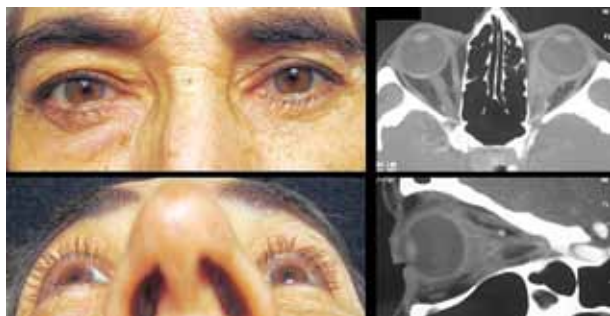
Paciente # 1. Enoftalmía derecha; vista desde abajo. Tomografía computarizada de la órbita en proyecciones axial y parasagital para mostrar la infiltración de la grasa y del músculo recto medial.
